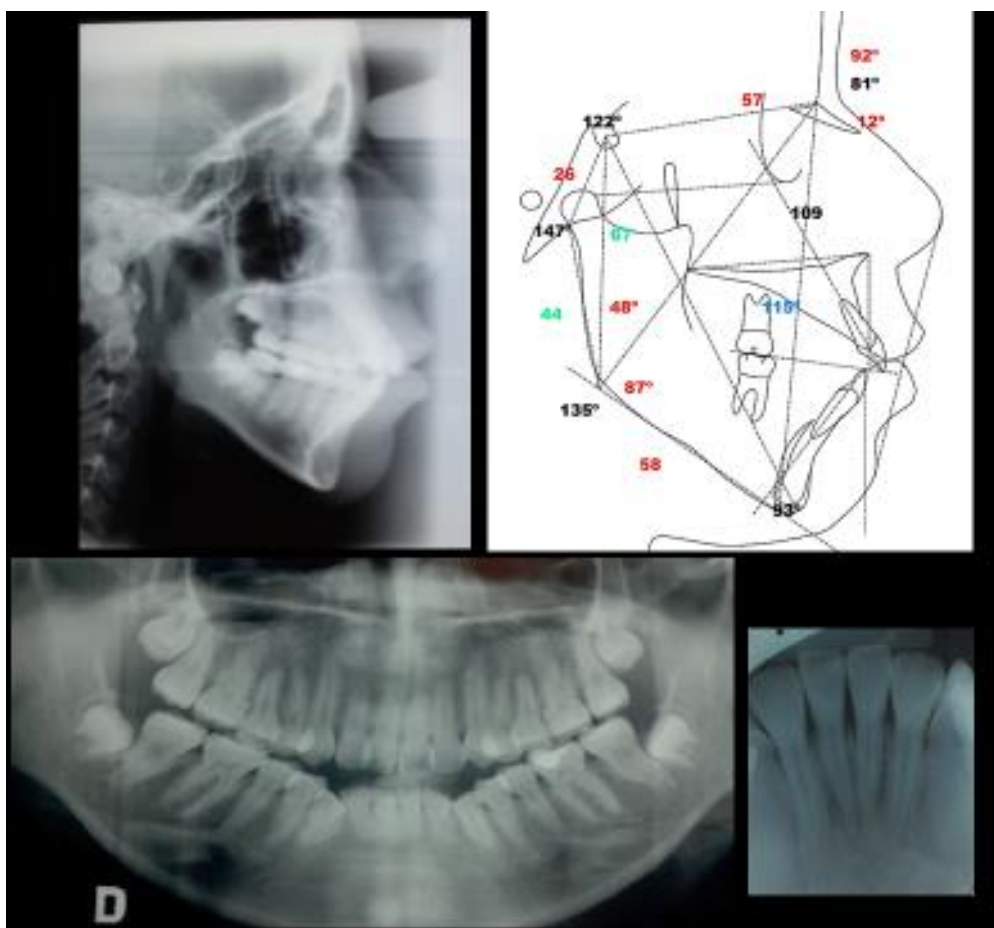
Radiografía panorámica, lateral de cráneo, periapical y trazado inicial.
